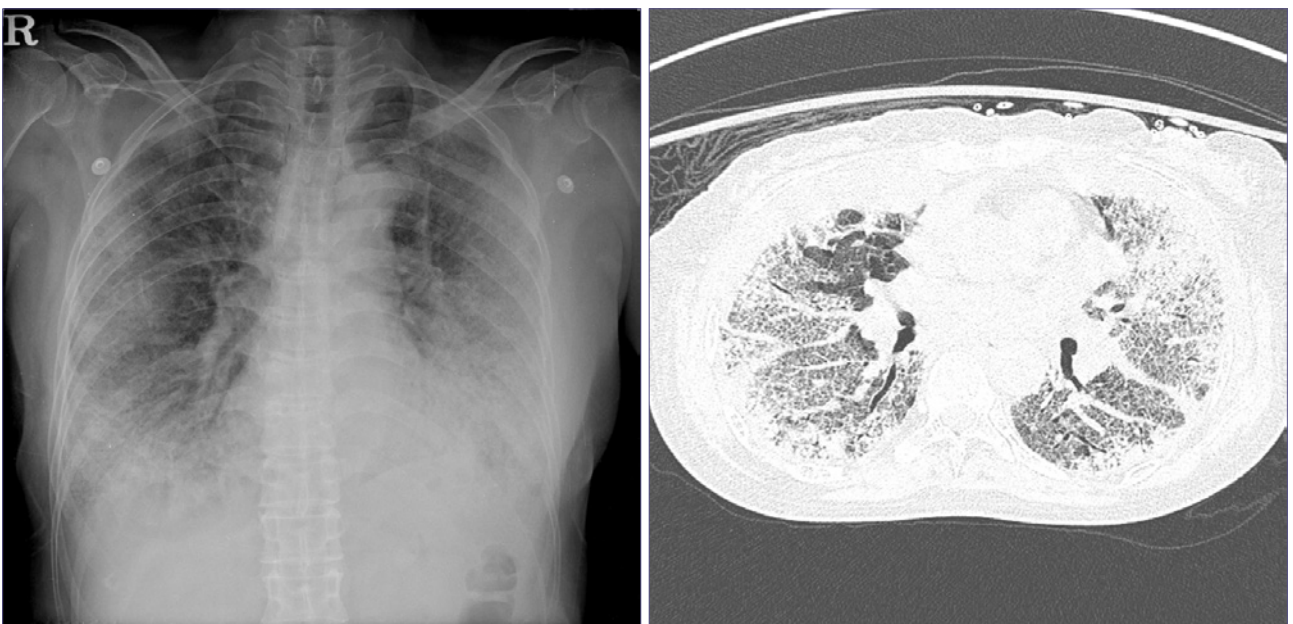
Chest PA and HRCT of AIP. They show extensive ground-glass opacity mixed with consolidation in both lungs.
